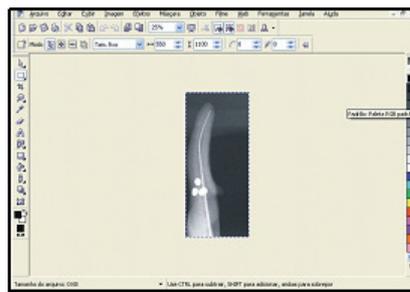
Arquivos das radiografias inicial e final sobrepostos formando uma nova imagem.
